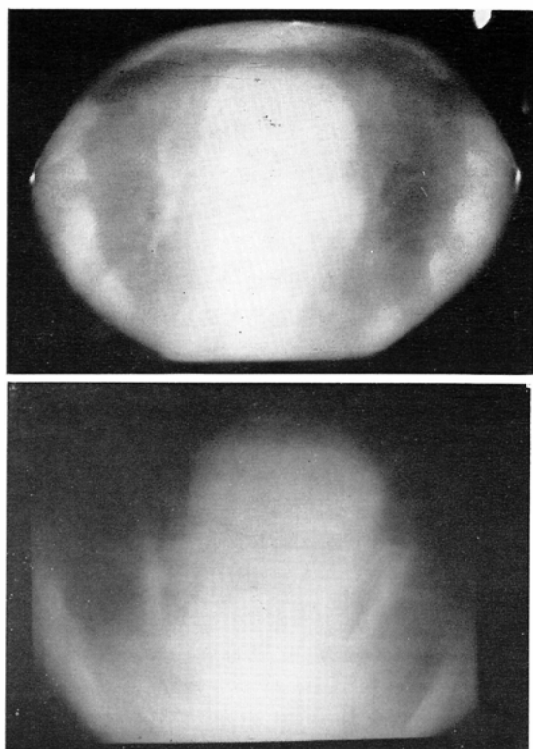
Axial transverse tomogram (top) and tomogram of axial transverse multisection radiography.
